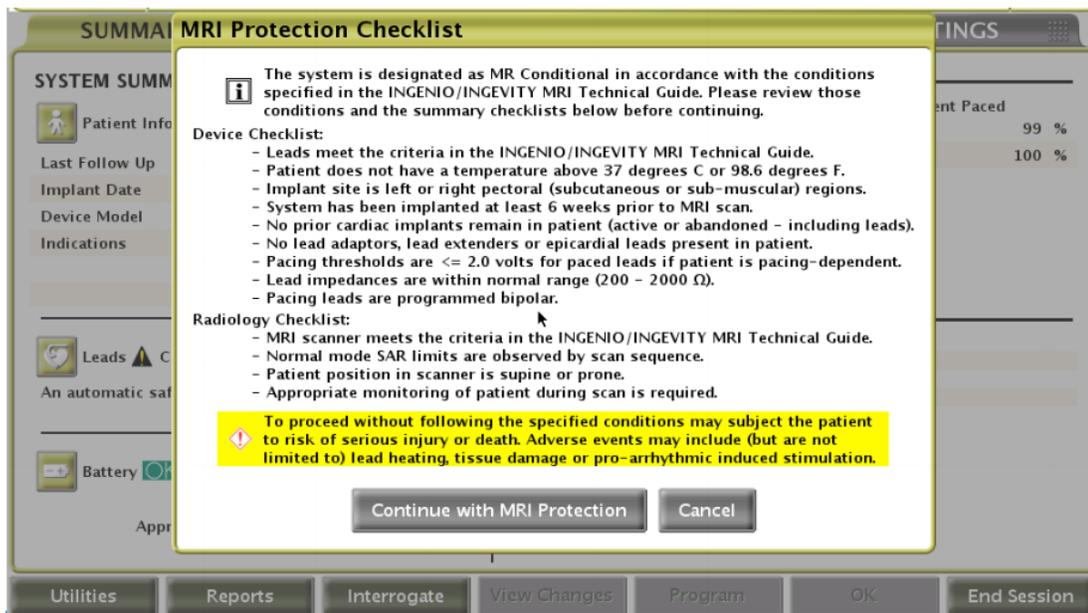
Verifica checklist MRI safe, Boston Scientific
